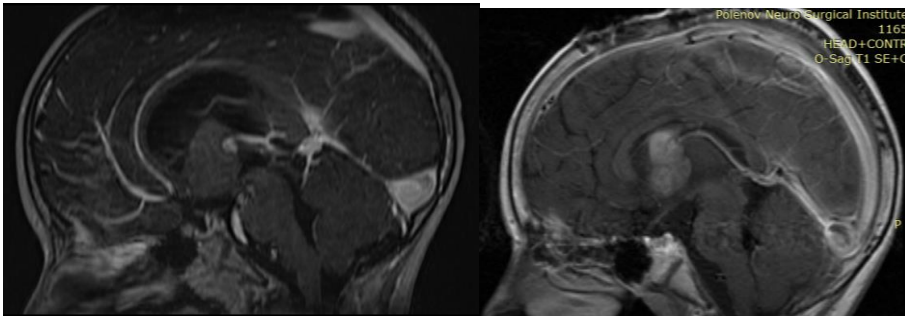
МРТ б-го Р., 6 лет (и/б 598-2014). Дз: диффузная астроцитомы 3 желудочка. А – МРТ до лечения (опухоль не накапливает контраст); Б – МРТ при процедуре опухоли (отмечается накопления контрастного вещества)
